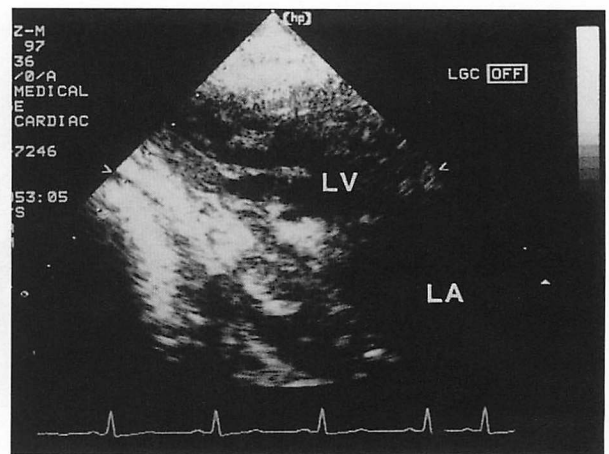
Parasternal short-axis echocardiogram showing massive pleural effusion
